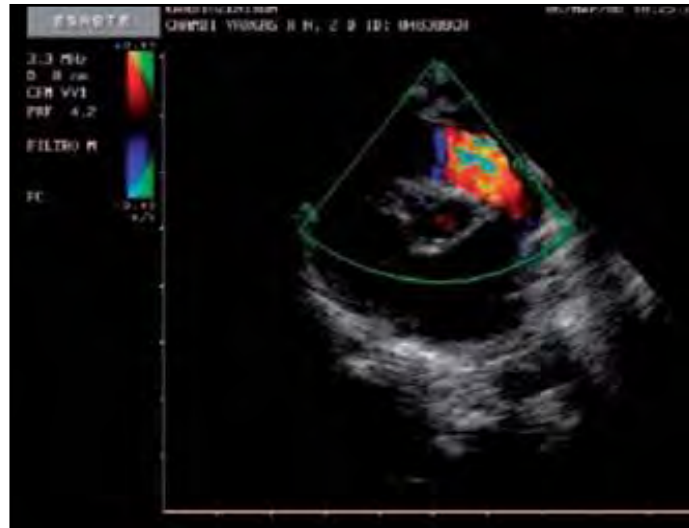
Ecocardiograma de la AP (Heath A. et al.).
